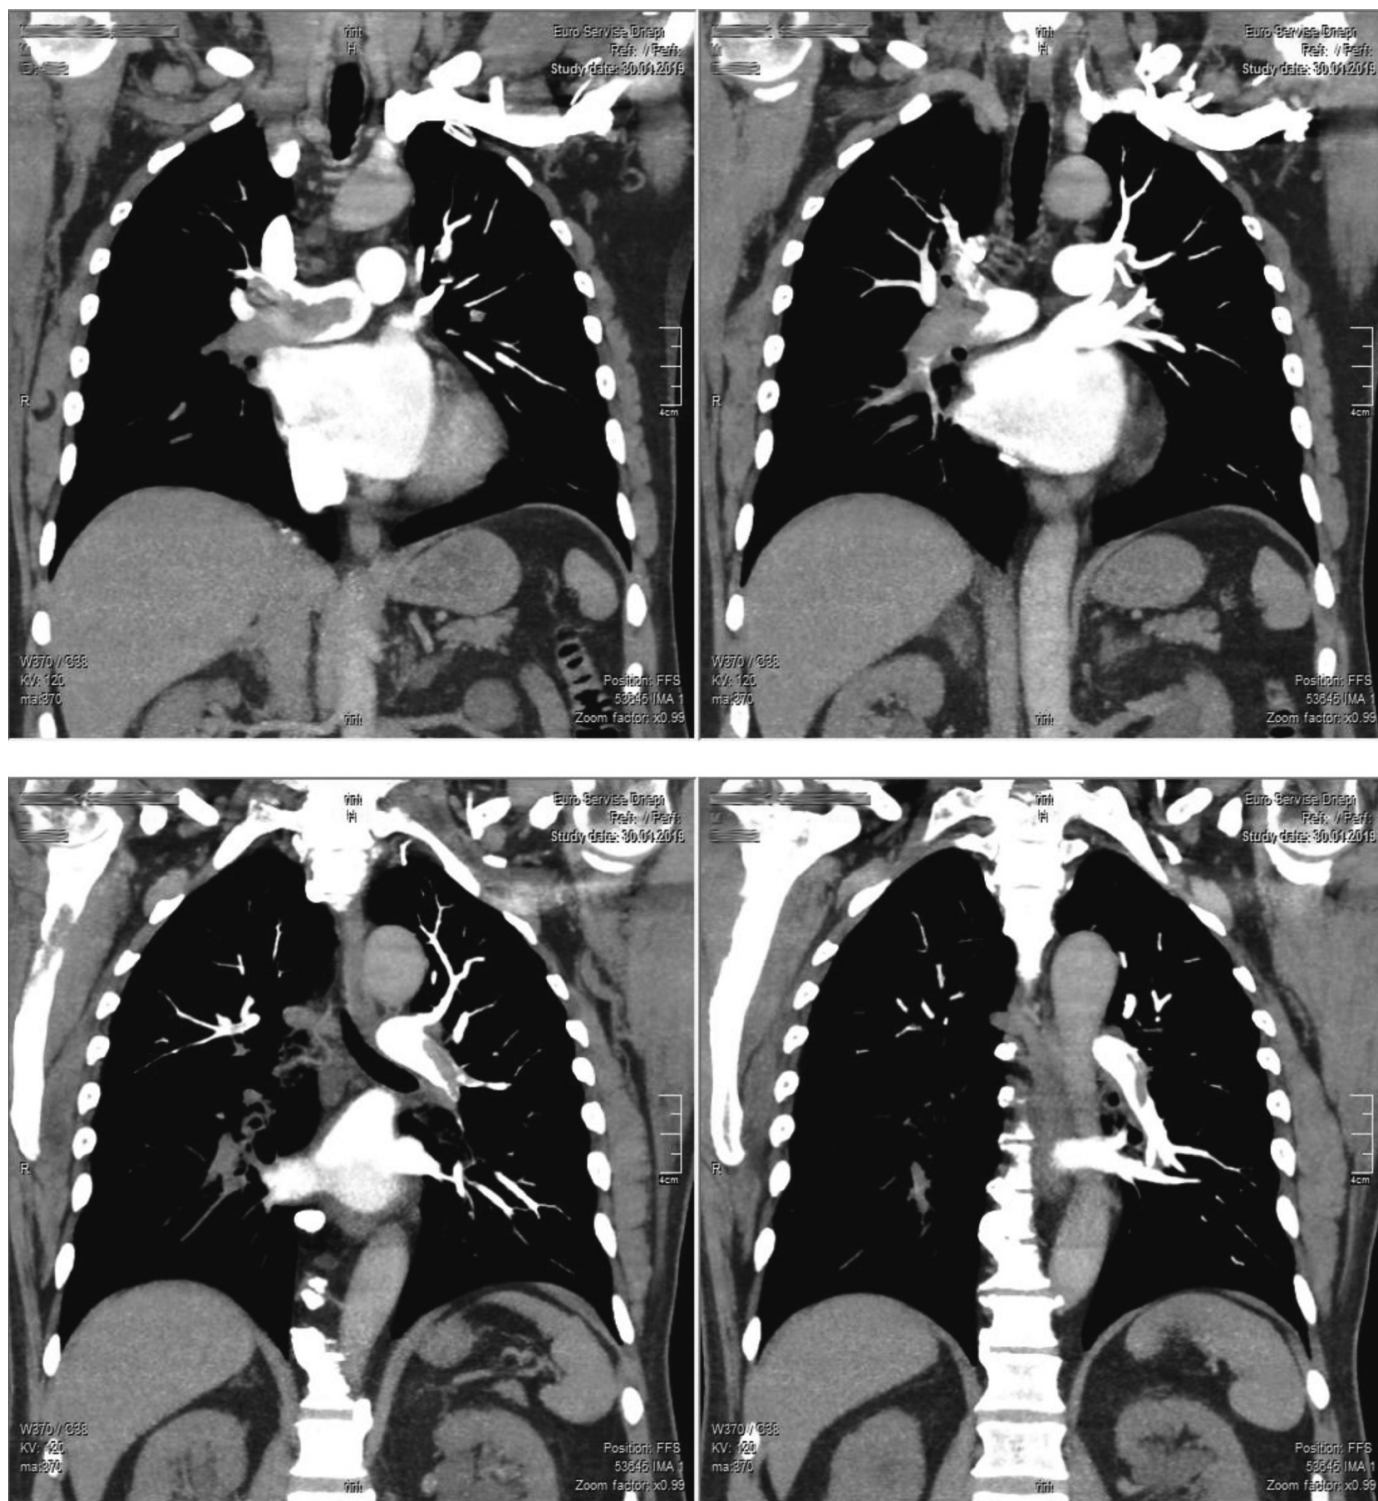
Пациент К., 68 лет. Тромбоз вен нижних конечностей. КТ-признаки массивной ТЭЛА. Инфаркт-пневмония в н/доле справа, более мелкие участки инфаркт-пневмоний базально слева.
